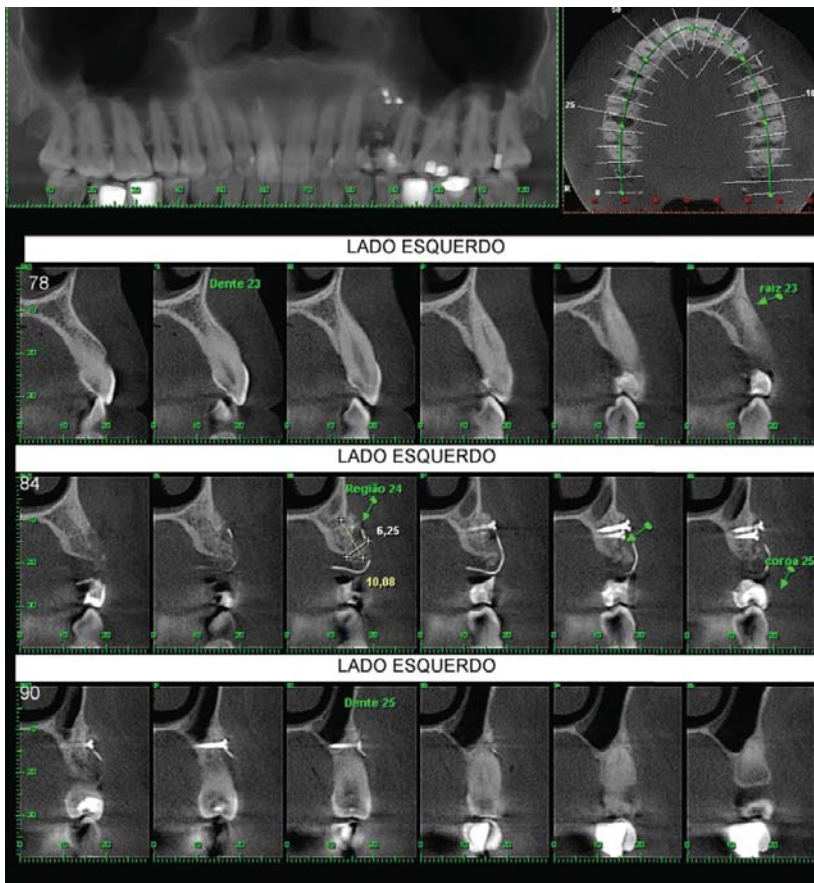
Tomografia final.
